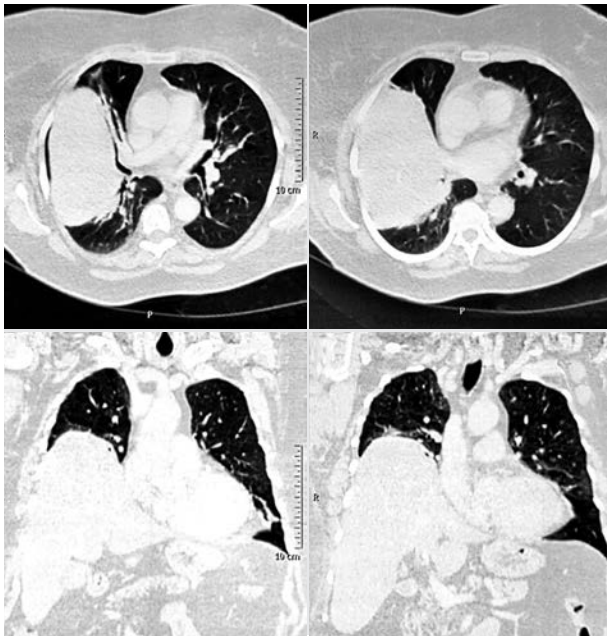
Комп'ютерна томографія органів грудної порожнини при госпіталізації. Високе стояння правого купола діафрагми, гіпоневматоз нижньої і середньої часток правої легені
